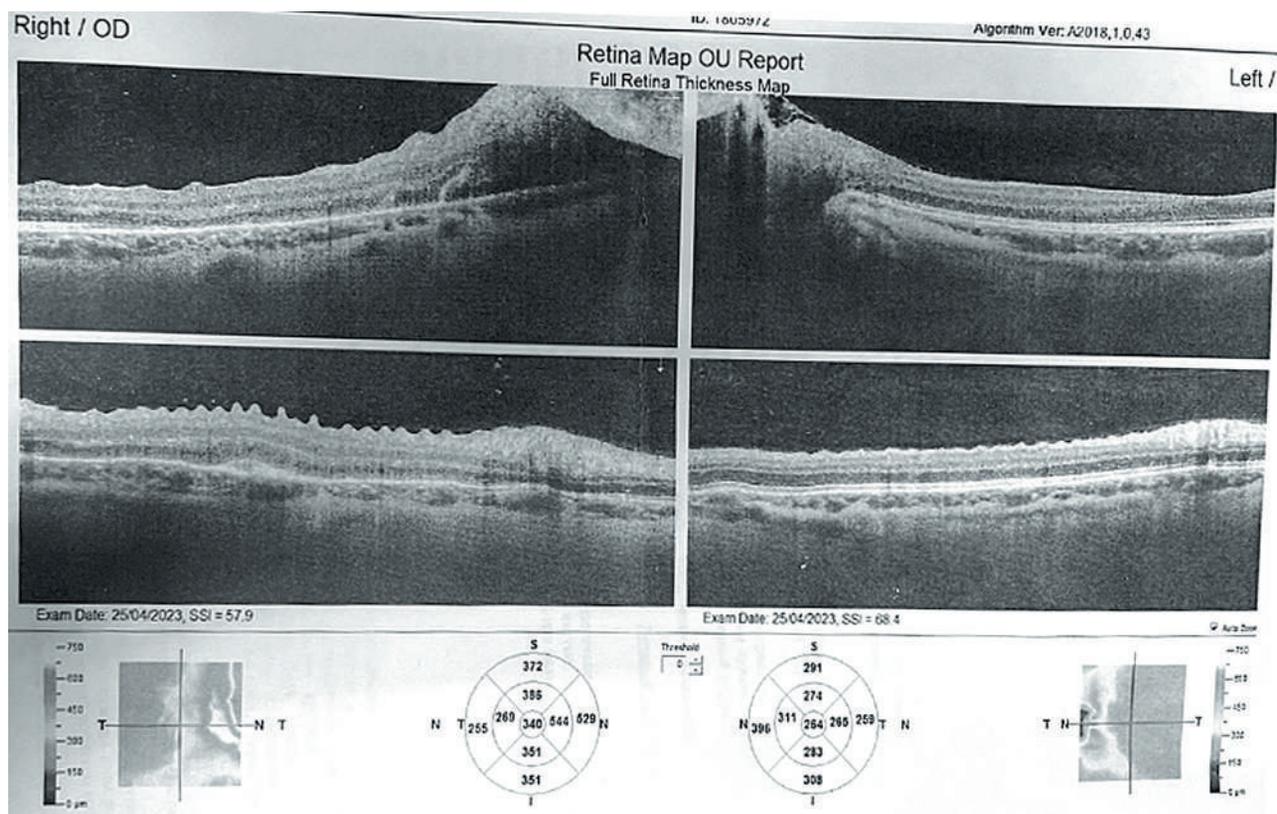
Оптическая когерентная томография (пациент 1). OU – резкое истончение нейроэпителия в макулярной зоне, истончение пСНВС, границы диска зрительного нерва стусеваны, проминирует
